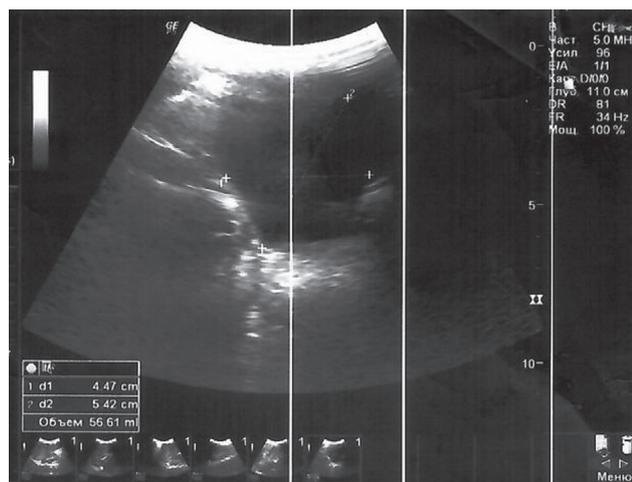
УЗИ мочевого пузыря.
